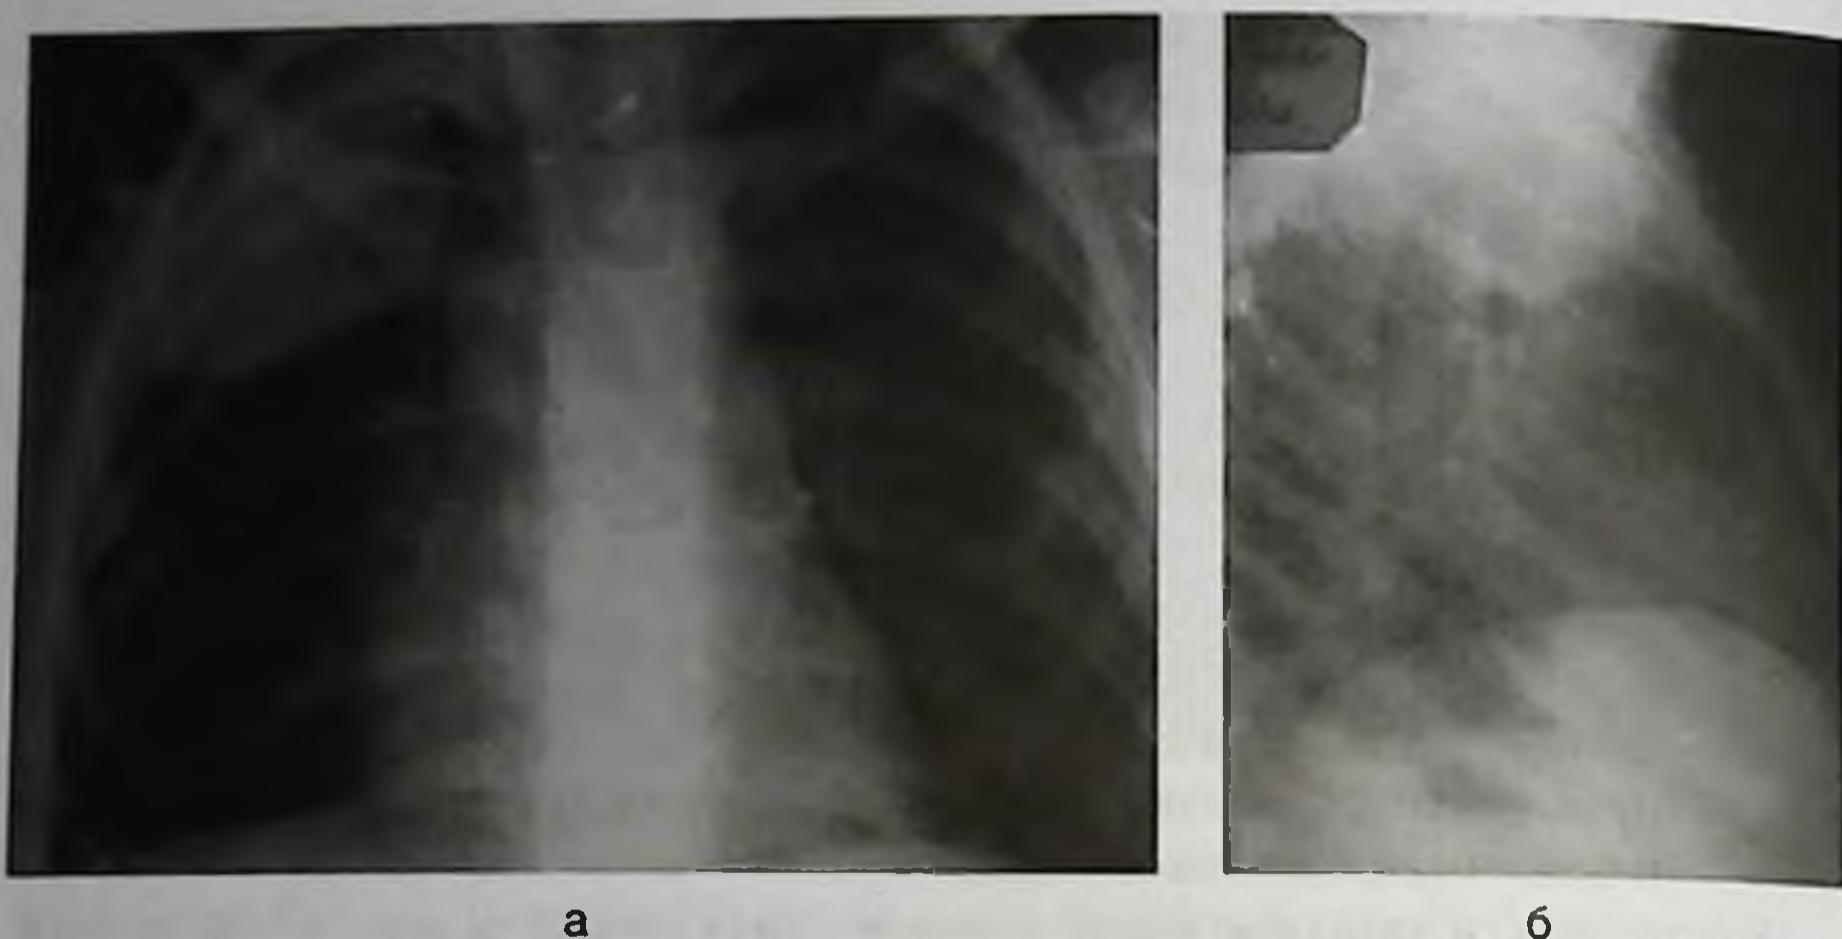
Обзорная рентгенограмма грудной клетки в двух проекциях девочки, 6 лет, с врожденной солитарной кистой правого легкого: а — прямая проекция; б — боковая проекция
